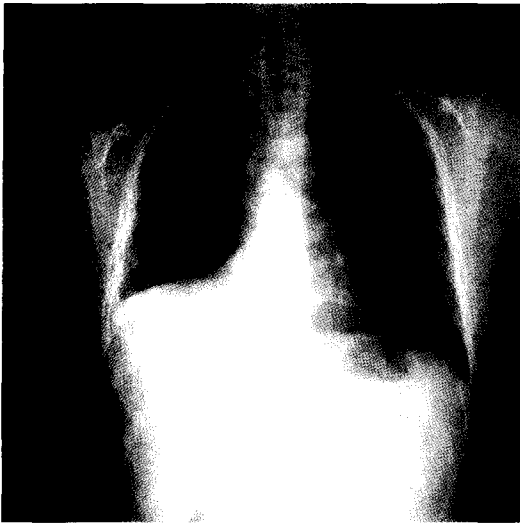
Postoperative chest X-ray : No active lesion in both lung field.
